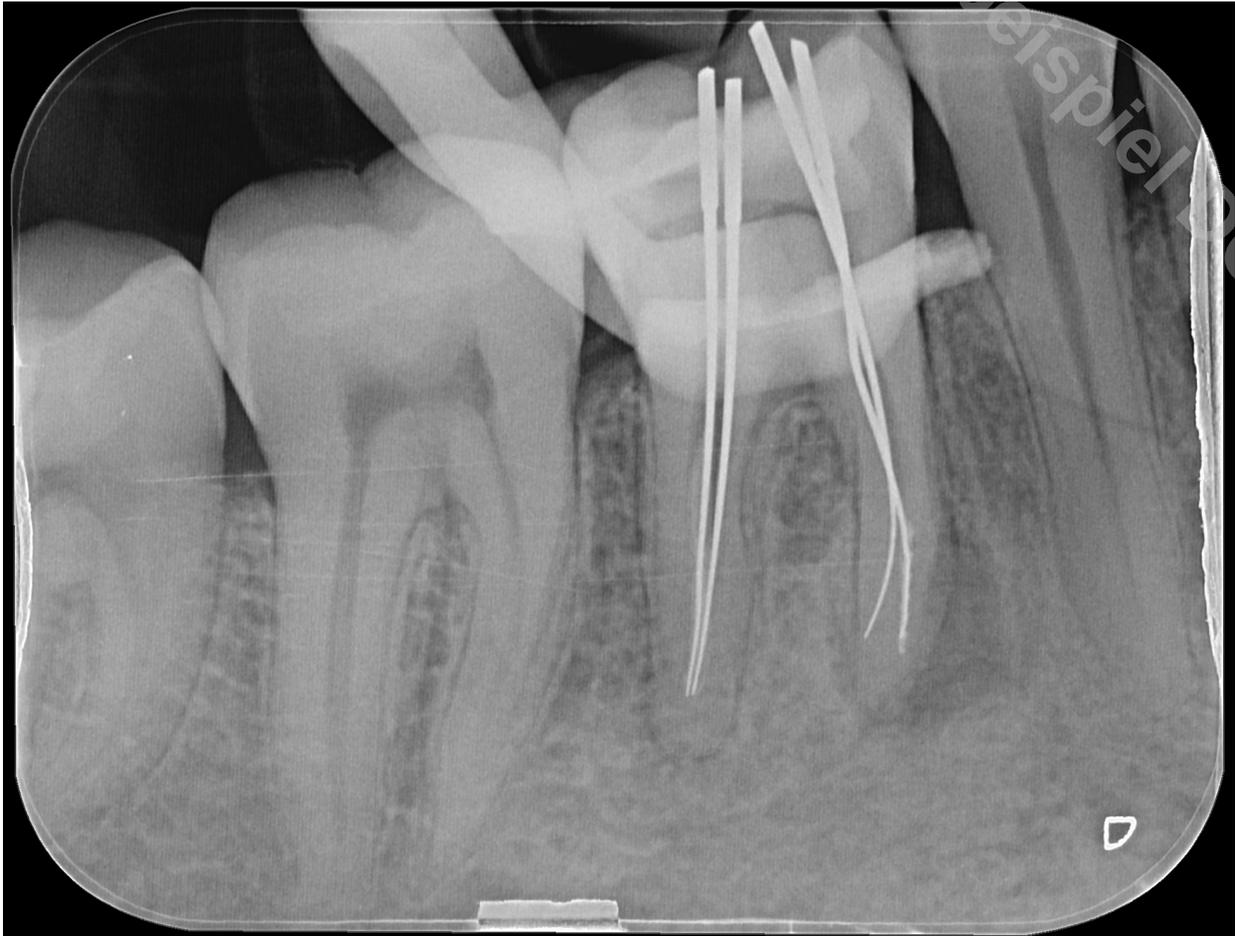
Röntgenkontrastaufnahme mit Silberstiften nach Passage des frakturierten Instruments
